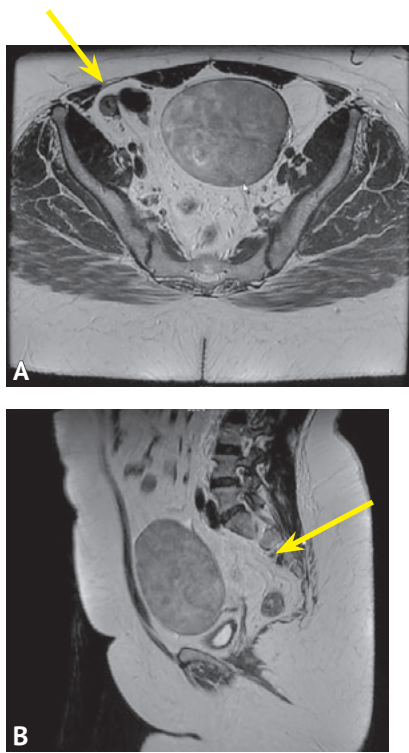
Магнитно-резонансная томография органов малого таза; А — правая гонада (стрелка), овальной формы, размерами 7×3×3 см, гетерогенной структуры, с четкими контурами; В — левая гонада (стрелка), размерами 17×18×19 см, с четкими, неровными контурами, гетерогенной структуры, с включениями кальцината
